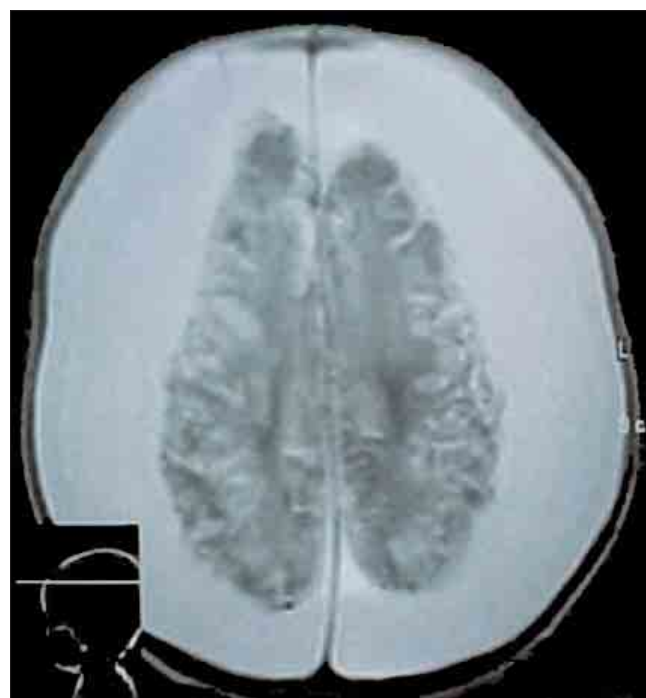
Resonancia magnética craneal, cortes axiales en secuencia T₂, del caso 2: se observa disminución del volumen cerebral, el parénquima exhibe datos de eventos vasculares en diferentes estadios, disminución en el volumen de la sustancia blanca y derrame subdural crónico.
